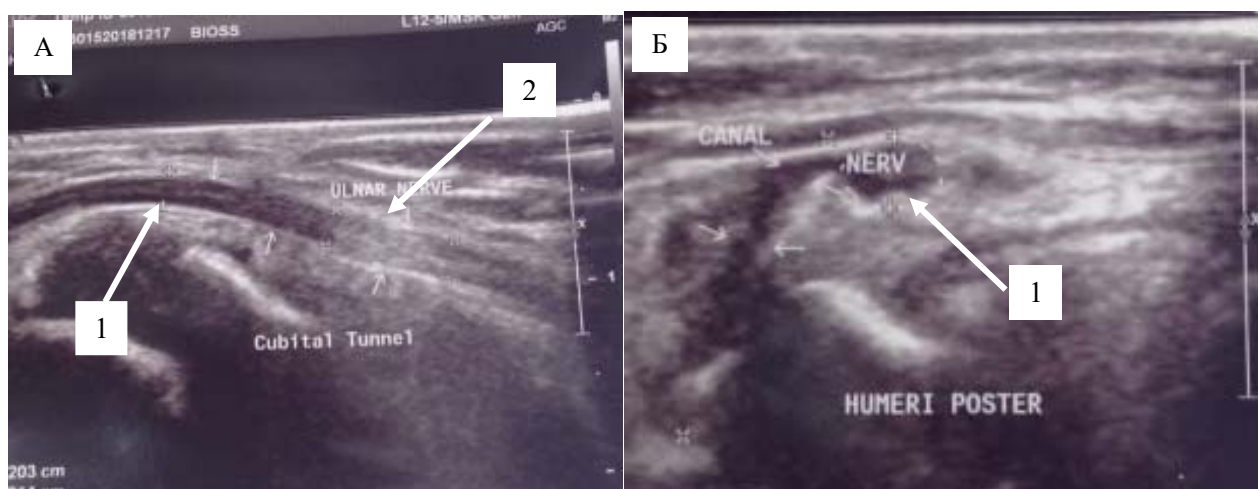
Снимки УЗИ локтевого нерва на уровне локтевого сгиба:
